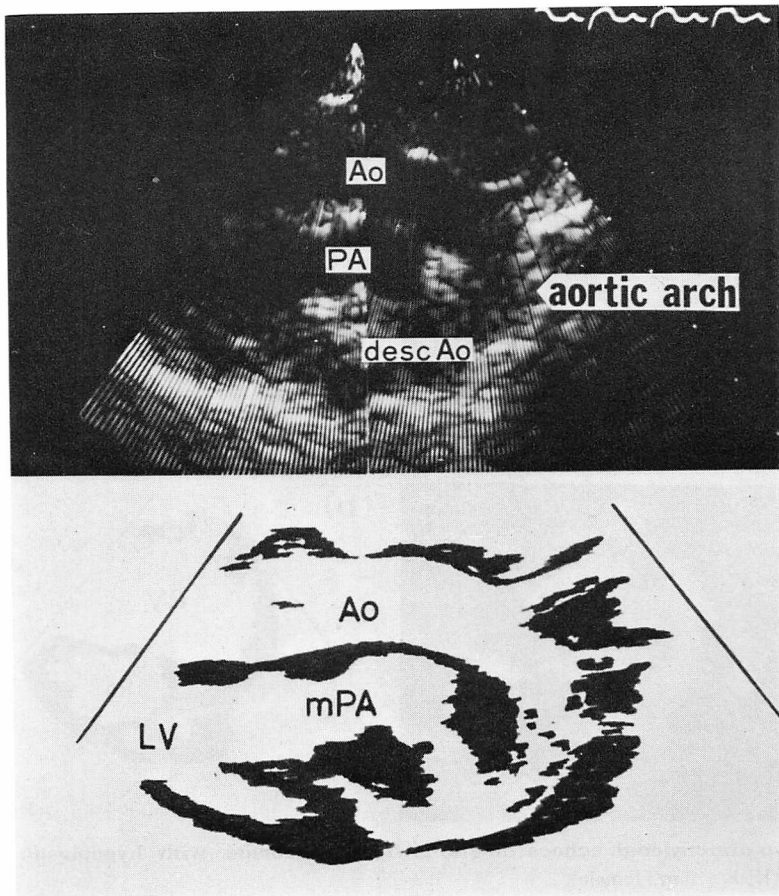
Long axis two-dimensional echocardiogram from an infant with d-transposition (H. N., 4 m, male).
